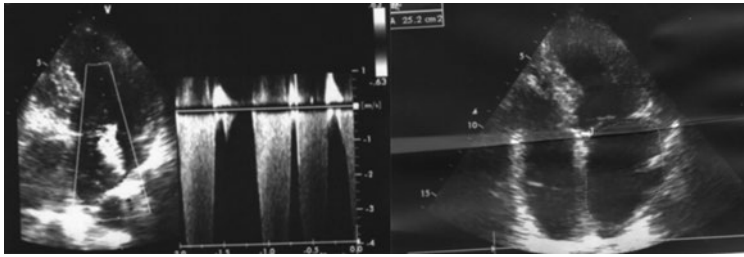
Ecodoppler Cardíaco. Leve HVI el resto sin particularidades.
